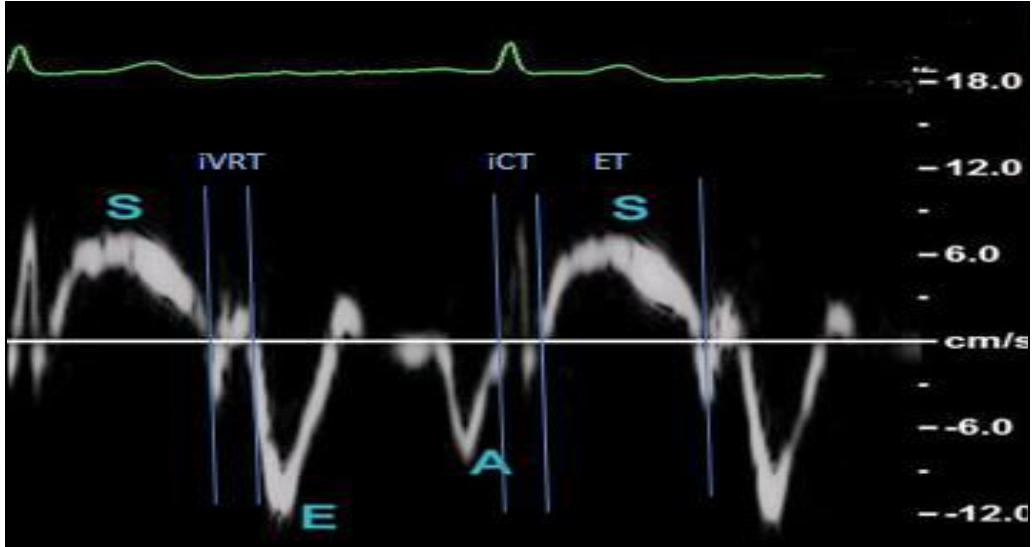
Lateral mitral anülüsün doku Doppler görüntülemesi ile elde edilen sistolik ve diyastolik dalgalar
